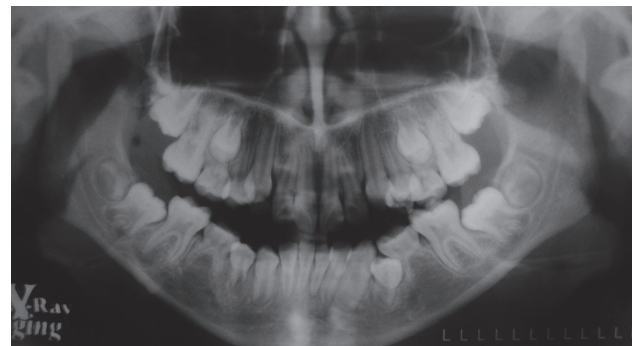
Radiografía Panorámica de paciente de 8 años. Se muestra la ausencia de formación del germen dentario de los segundos premolares inferiores.
